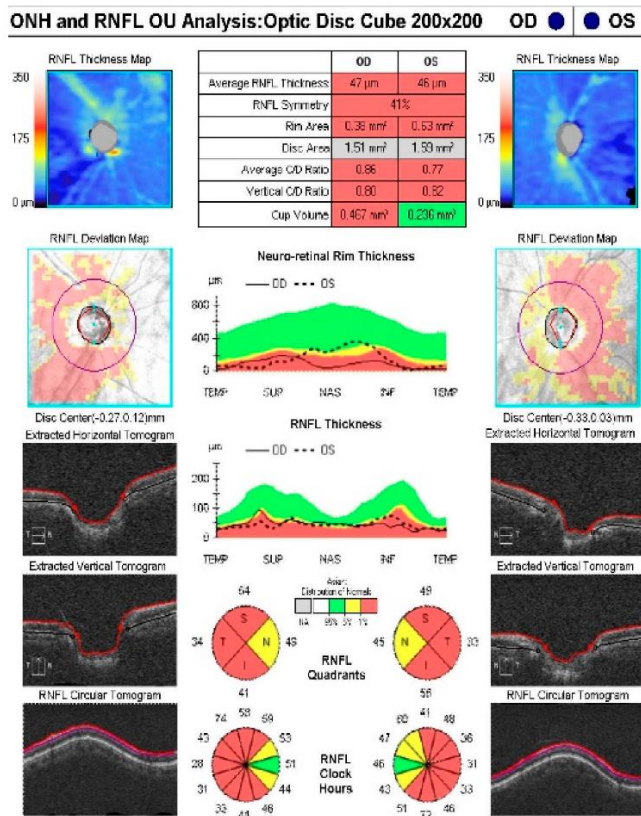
Informes de resultados de la prueba de pCFNR mediante tomografía de coherencia óptica Cirrus 500 que muestran (a) resultados normales y (b) glaucoma. El rango normal es verde
